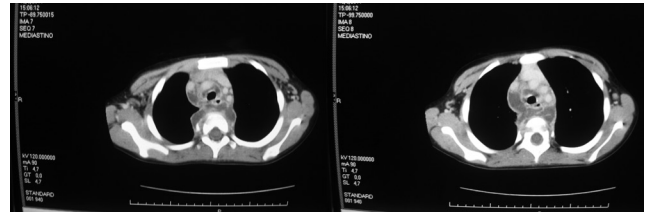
TOMOGRAFIA DE TÓRAX/PESCOÇO: ESTRUTURA COM DENSIDADE LÍQUIDA E REALCE PERIFÉRICO LOCALIZADA NO ESPAÇO CAROTÍDEO INFRA-HIÓIDEO À DIREITA E NO ESPAÇO PERIGOSO DO PESCOÇO, COM EXTENSÃO PARA MEDIASTINO ANTERIOR E MÉDIO, NOTADAMENTE REGIÃO PARA-TRAQUEAL DIREITA E MEDIASTINO MÉDIO INFRACARINAL.
